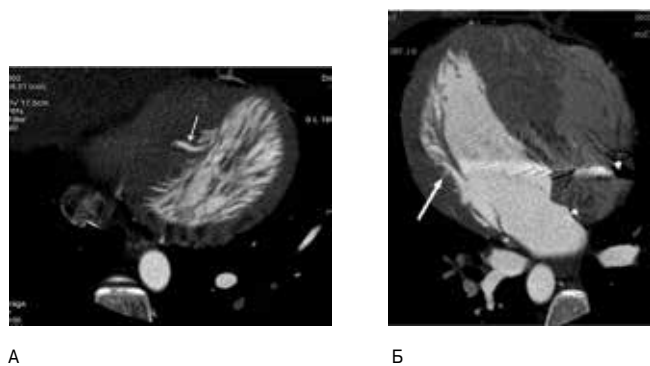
(А, Б). МСКТ сердца пациента С., 18 лет с асимметричной формой ГКМП после имплантации КД; стрелкой указаны миокардиальные крипты.
